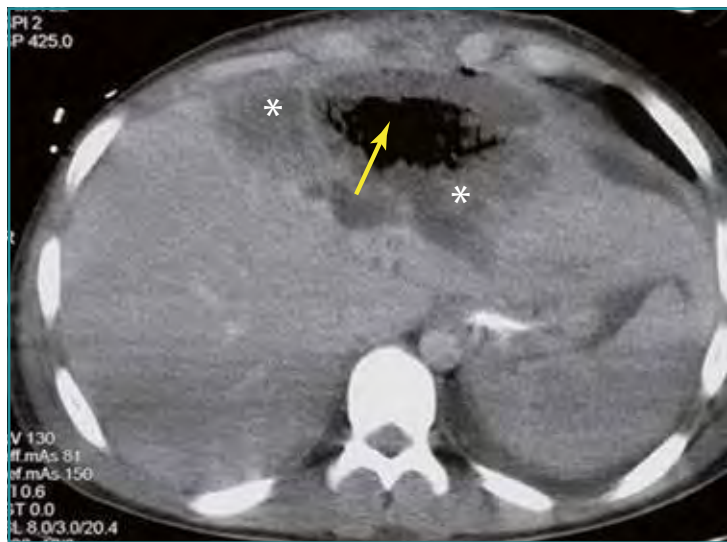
Corte axial de una TC abdominal en un paciente con traumatismo abdominal abierto por herida penetrante con hematoma en evolución que ocupa parte de la superficie de ambos lóbulos hepáticos y que presenta gas en su interior (flecha amarilla) compatible con el diagnóstico de un absceso hepático por sobreinfección de un hematoma traumático. Los asteriscos delimitan el absceso hepático.
